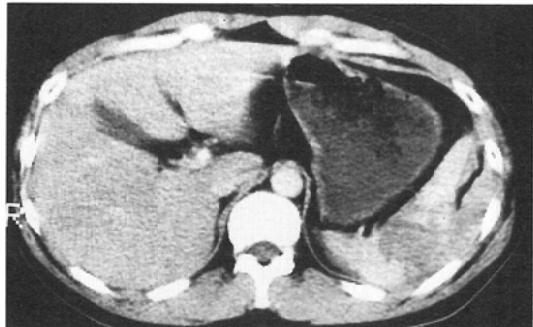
Patient 12, a 59-year-old male with contused liver due to a strong blow to the right chest. An immediate US revealed no findings. Two hours later, a plain CT showed free fluid collection and a low density area in the liver. On the next day, a follow-up US revealed a hyperechoic area in the liver and a small amount of free fluid collection (Fig. 5). His condition was then treated conservatively.
